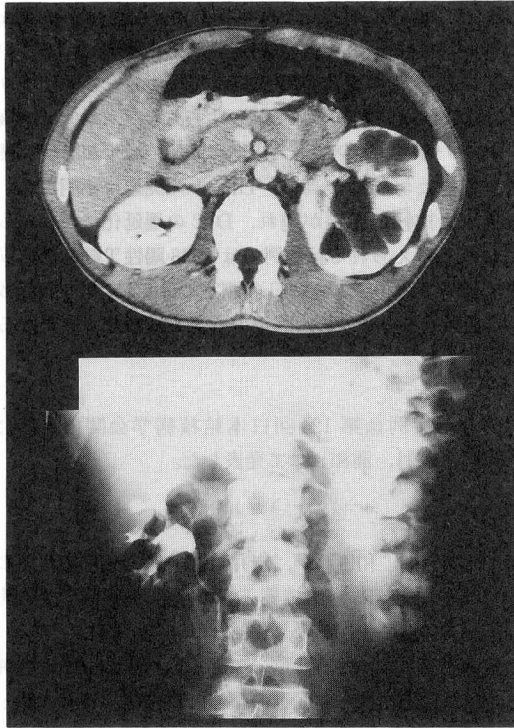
Computed tomographic scan of the abdomen (top) and DIP (bottom) show a marked dilatation of the left pelves and calyces, indicating hydronephrosis.
